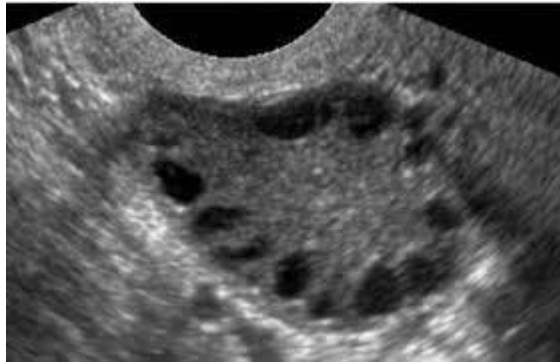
Imazhi ultrasonografik i ovarit policistik
